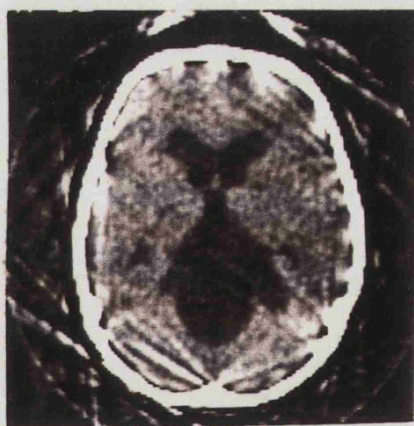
Imagen TAC de un quiste aracnoideo de la región pineal (Caso 4).
